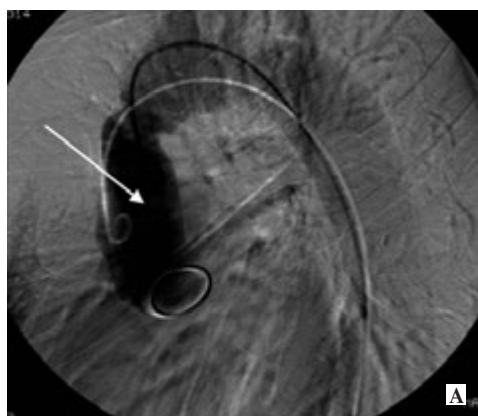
Результаты обследования ребенка Ш., 17 лет: ангиография через 1 год после операции по Бенталлу — протез восходящей аорты указан стрелкой (А); рентгенограмма органов грудной клетки (Б) после протезирования восходящей аорты (гидроторакс и гидроперикард)
